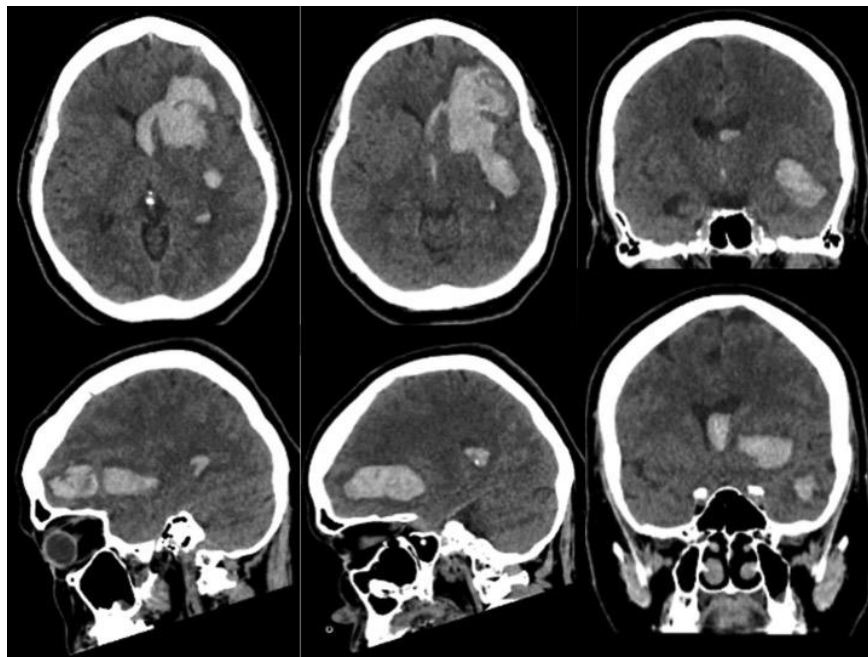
Tomografía simple de cráneo. Imagen propia de los autores. Se observa una tomografía simple de cráneo sin fracturas en tejidos óseos con presencia de hematoma intraparenquimatoso fronto-temporal izquierdo con
